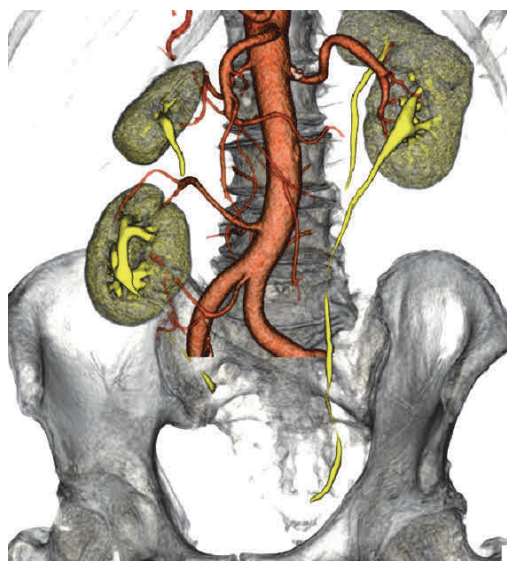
Three-dimensional contrast-enhanced computerized tomography scan showing 2 right kidneys with separate pelvicalyceal and vessels and left normal kidney with double incomplete ureters
